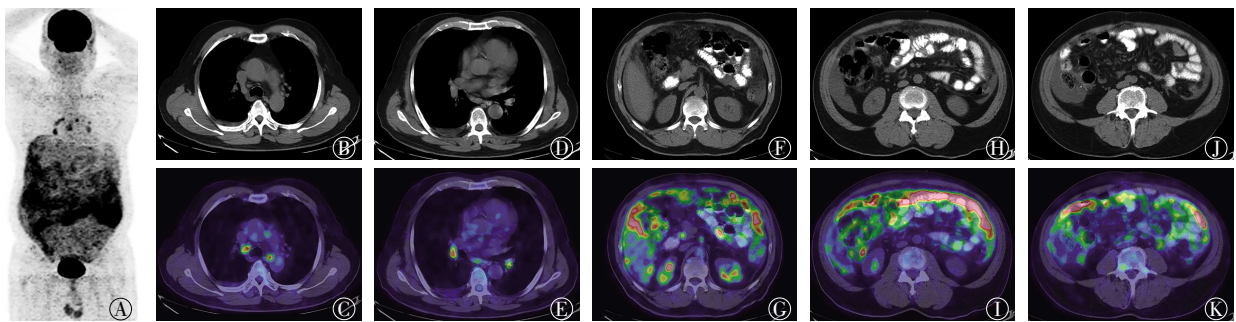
腹膜结核患者(男性, 62 岁)¹⁸F-FDG PET/CT 图 图中 A: 全身 MIP; B、D、F、H、J: 受累病灶横断位 CT 图, 依次为纵隔淋巴结(B、D)、腹膜(F、H、J); C、E、G、I、K: 受累病灶横断位 PET/CT 融合图; MIP: 最大密度投影。
